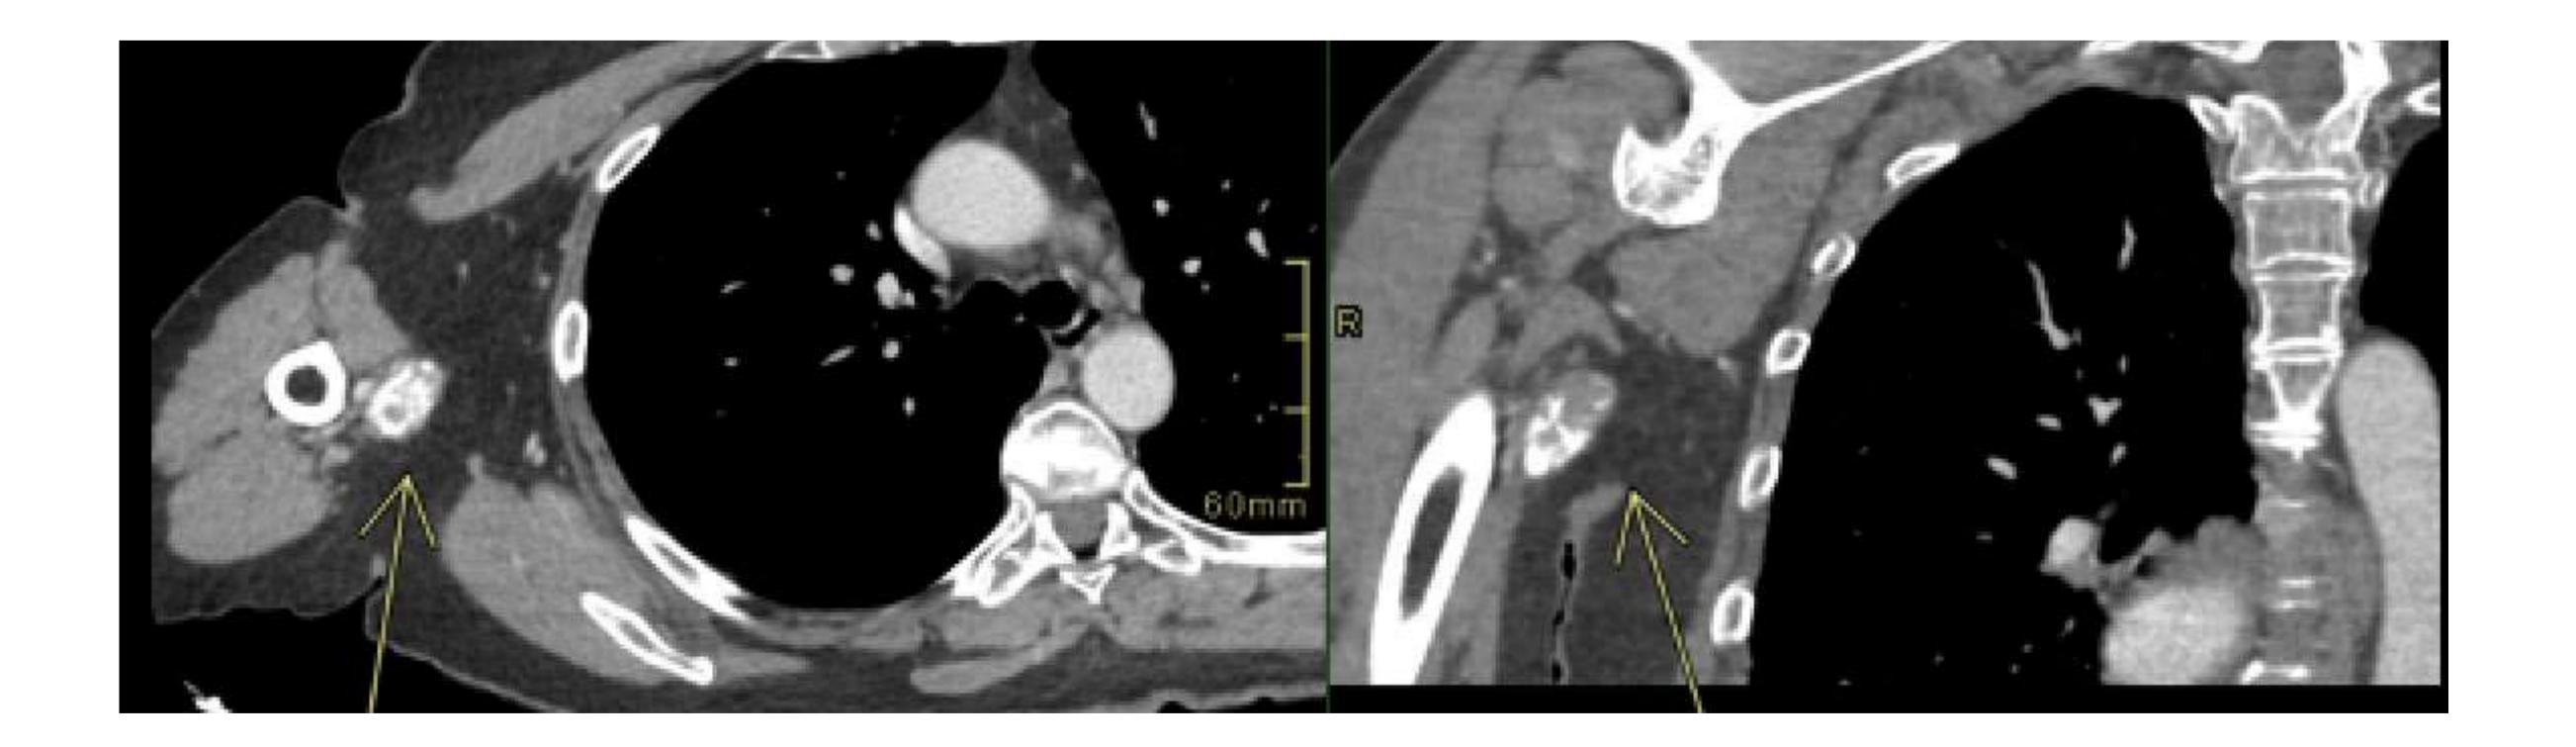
TC con CIV. Masa de tejido blando con focos de mineralización en la axila derecha que se diagnosticó de osteosarcoma tras la biopsia.
